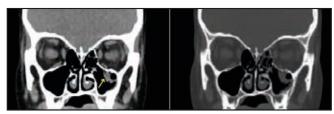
Sagittal beyin-servikal BT görüntüsünde orbita tabanındaki fraktür hattı ve buradan maksiller sinüs içerisine protrüde olan intraorbital yağ dokunun oluşturduğu gözyaşı işareti izleniyor (sarı ok).
